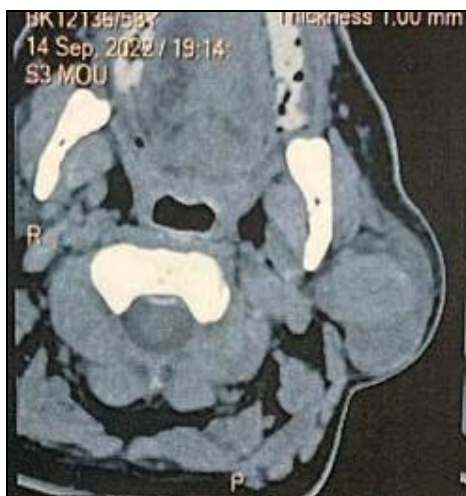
TDM cervico-faciale : Masses parotidiennes du lobe superficiel de la parotide gauche occupant le pôle inférieur bien limitées de contours réguliers évoquant en premier des adénomes pléomorphes.
